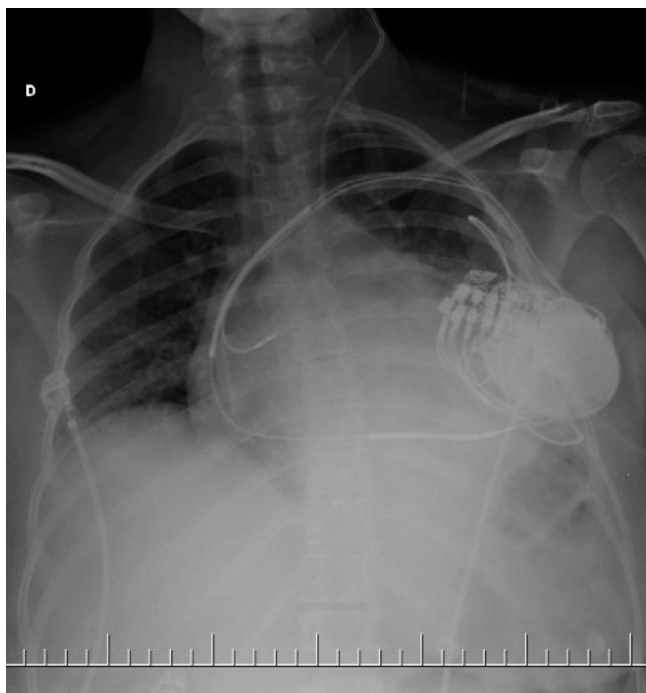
Radiografia de tórax em incidência postero-anterior, mostrando aumento da área cardíaca. Notar presença do CDI.
